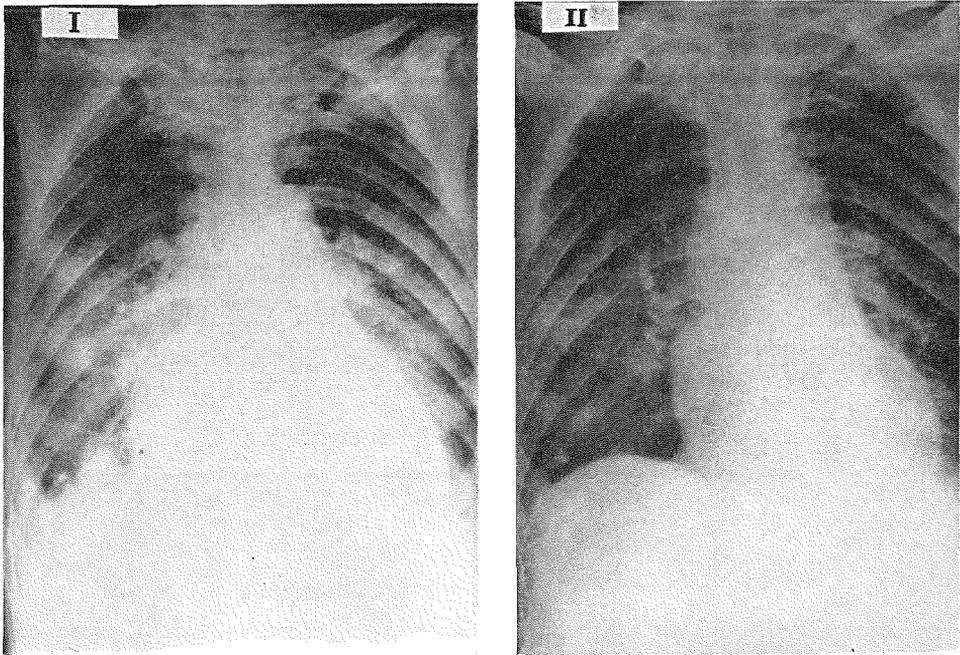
P. L. 66 a. (cuadro VI n.º 2). Catarros frecuentes. Accidente de ictus cerebral (8-VII-59). Embolia extremidad izquierda (16-I-60). Gran insuficiencia respiratoria, con un cuadro de bronconeumonía ingresa el 26-I-60 (Radiografía I). Corazón dilatado. Arritmia completa. Cor pulmonale (E. C. G.). Disnea progresiva. Estertores diseminados. Situación grave. An.e el fracaso de otras terapéuticas se inicia la asociación de cloranfenicol, 500 mgrs. y tetraciclina, 500 mgrs. (Tetrafenicol) el día 6-III-60. Se consigue (Radiografía II) una gran mejoría de su sintomatología respiratoria, con una notable regresión de sus alteraciones cardiorrespiratorias
